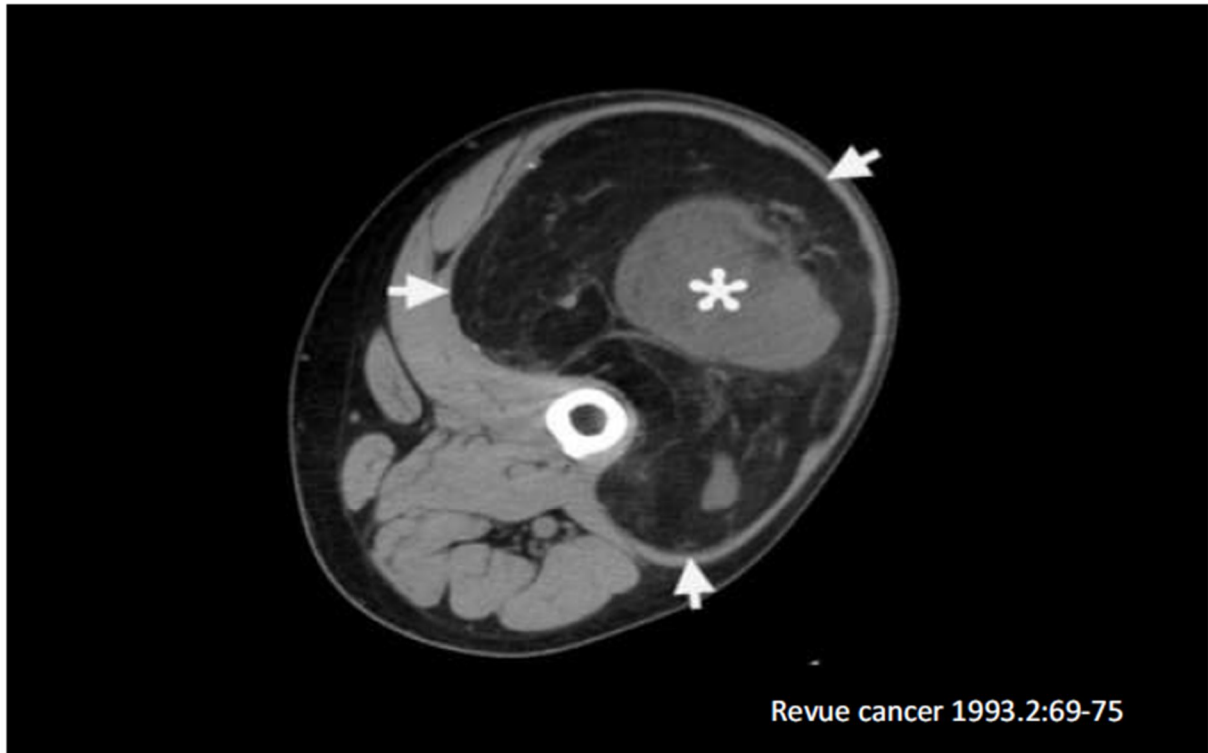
TDM de la cuisse gauche montre une masse énorme (flèches) avec la graisse prédominante atténuation. Le composant central des tissus mous (astérisque) et épais, septations internes sont compatibles avec liposarcome. [62]
